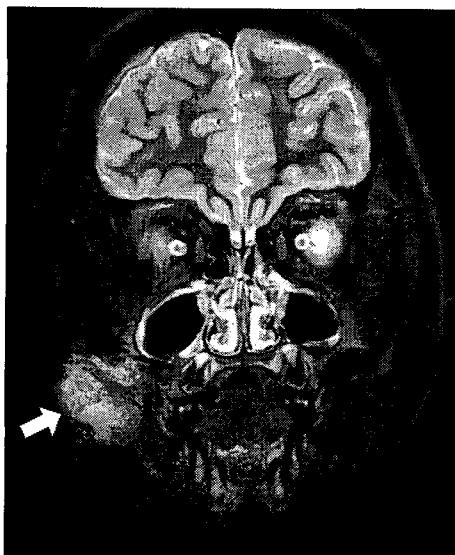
A T2-weighted magnetic resonance image shows ill-defined, well-enhancing heterogenous mass-like lesion(arrow) in right buccal area with involvement of right masseter muscle and infiltration of adjacent subcutaneous tissue.
